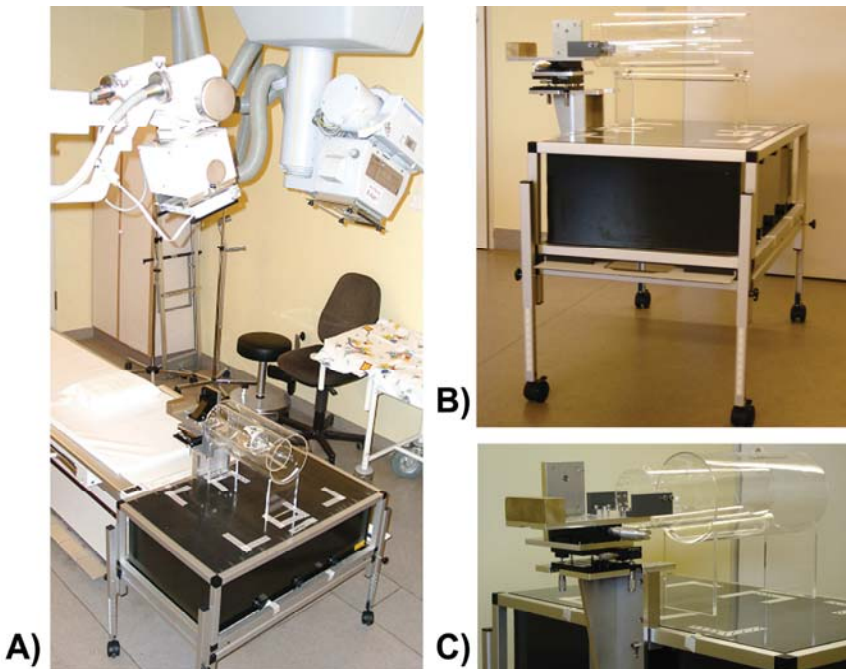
(A) Experimenteller RSA-Versuchsaufbau: Uni-planarer RSA-Messaufbau, bestehend aus zwei Röntgenröhren, uni-planarer Kalibrierbox und Phantom-Modell. (B) Das Phantom-Modell ist fest mit der Kalibrierbox verbunden. (C) Die Befestigung erfolgt am Rahmen der Kalibrierbox.
